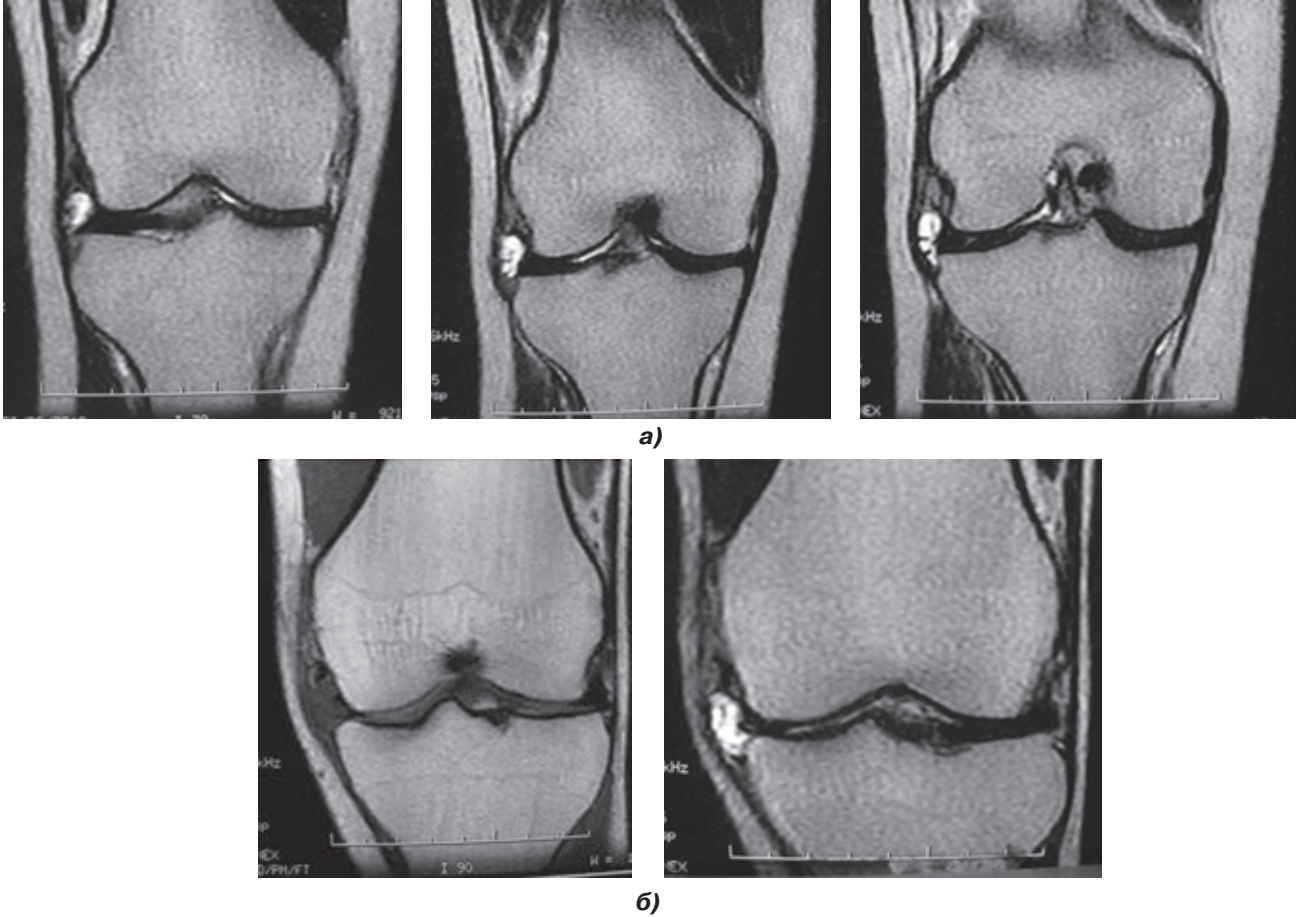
МРТ-признаки параменискеальных кист: а) наружного мениска; б) редкий случай параменискеальной кисты внутреннего мениска
